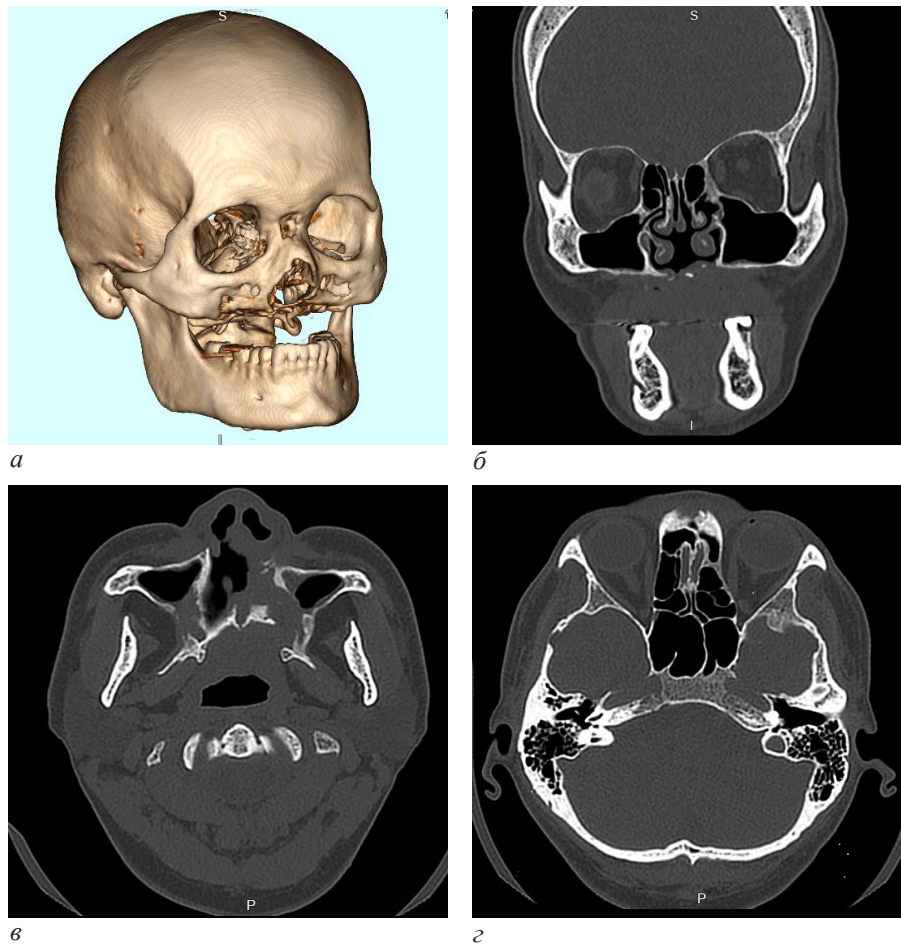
МСКТ черепа: *а* – 3D-реконструкция; *б* – корональная плоскость; *в, г* – аксиальная плоскость. В нижних отделах верхнечелюстных синусов с обеих сторон отмечается пристеночное утолщение слизистой оболочки. Состояние после резекции костей средней зоны лица, костно-деструктивные изменения носовых костей и передних клеток решетчатого лабиринта справа
